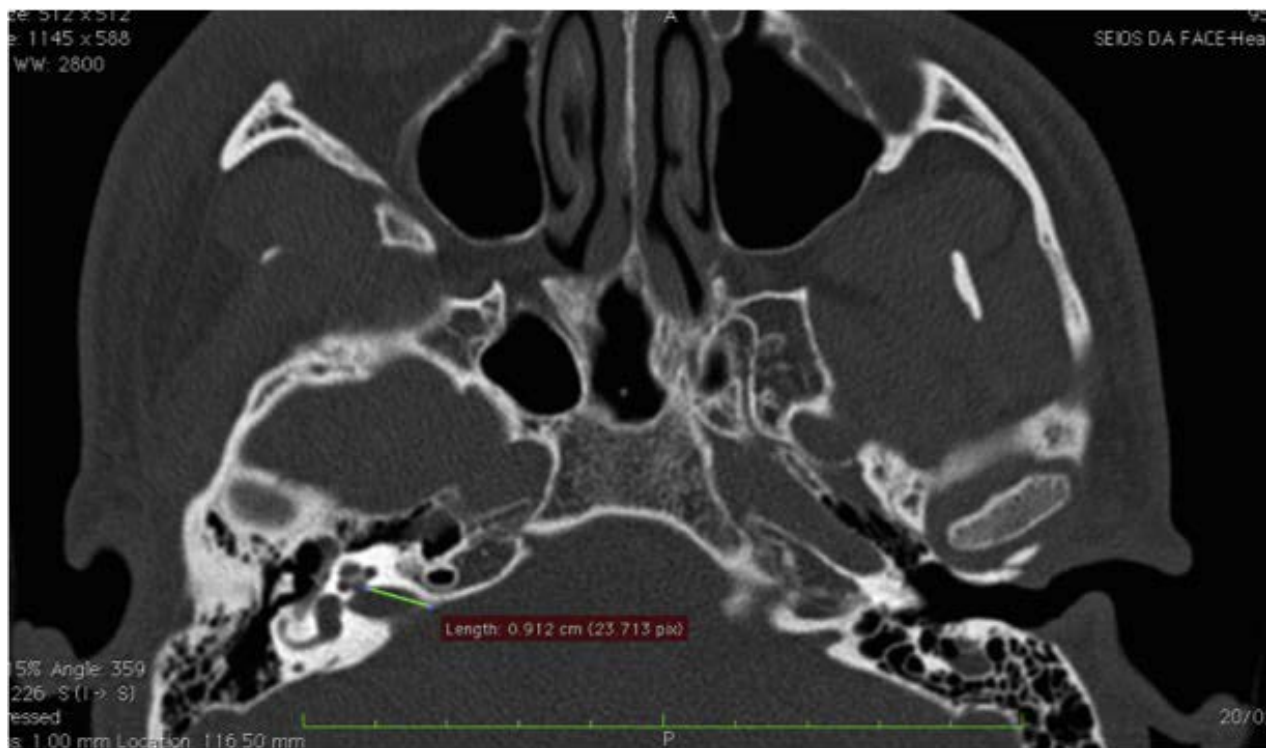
TC axial demonstrando medida de comprimento do MAI direito.
